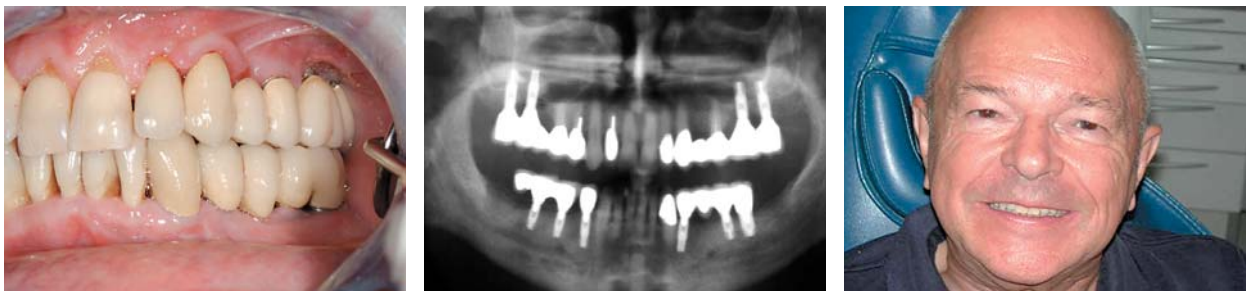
Situation nach Fertigstellung Seitenansicht links. – Abb. 24: Röntgenkontrolle im OPG nach Eingliederung der teleskopierenden Brücken und Cercon-Kronen im Oberkiefer und Unterkiefer. Deutlich erkennbare Zunahme der röntgenologischen Verschattung als Hinweis auf die knöcherne Regeneration im Bereich des Sinusaugmentates und der Sofortimplantate. – Abb. 25: En face.
